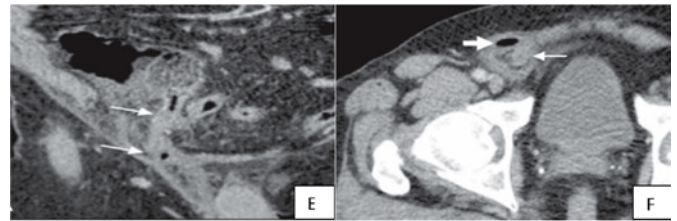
Tomografia computadorizada. E – Corte em coronal, F – Corte em axial. Hérnia de Amyand tipo 3. Apêndice distendido com parede espessada dentro de uma hérnia inguinal à direita, com foco de gás livre adjacente^{25,45}
